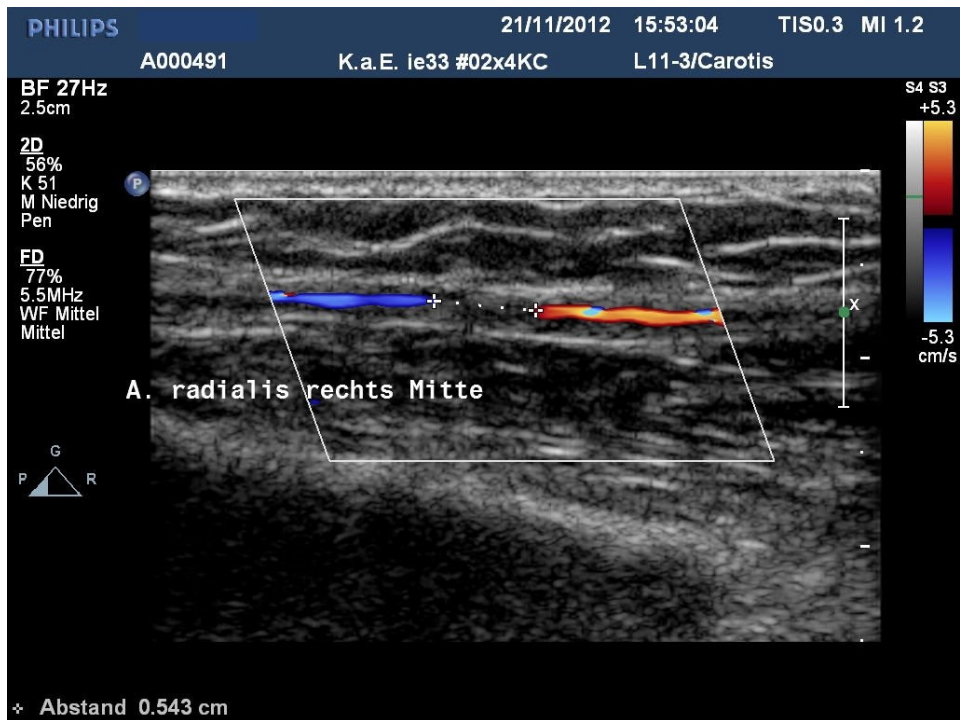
Verschluss der A. radialis, Längsschnitt (links distal, rechts proximal), farbcodierte Duplexsonografie (vgl. Abbildung 6). Der Verschluss ist durch die Marker (+) gekennzeichnet. Proximal davon findet sich ein antegrader Fluss (rot codiert), distal des Verschlusses ein blau codierter retrograder Fluss. In beide Richtungen sehr niedrige Flussgeschwindigkeiten (die Farbcodierung der Flussgeschwindigkeiten kann der Farbskala am rechten Bildrand entnommen werden). Im Abschnitt proximal des Verschlusses finden sich zwei Punkte mit Farbumschlag von hellrot nach hellblau, hierbei handelt es sich um Aliasing als Kennzeichen von Flussgeschwindigkeiten etwas über 5,3 cm/s. Erstveröffentlichung dieser Abbildung in modifizierter Form in [58]. Verwendung mit freundlicher Genehmigung durch Springer.
